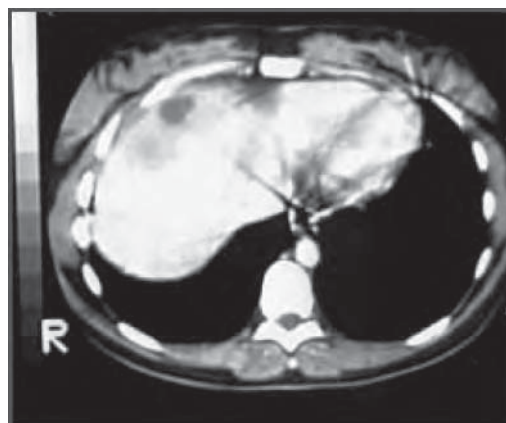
/3.- TAC de abdomen. Hematoma subcapsular del hígado. Síndrome HELLP.
